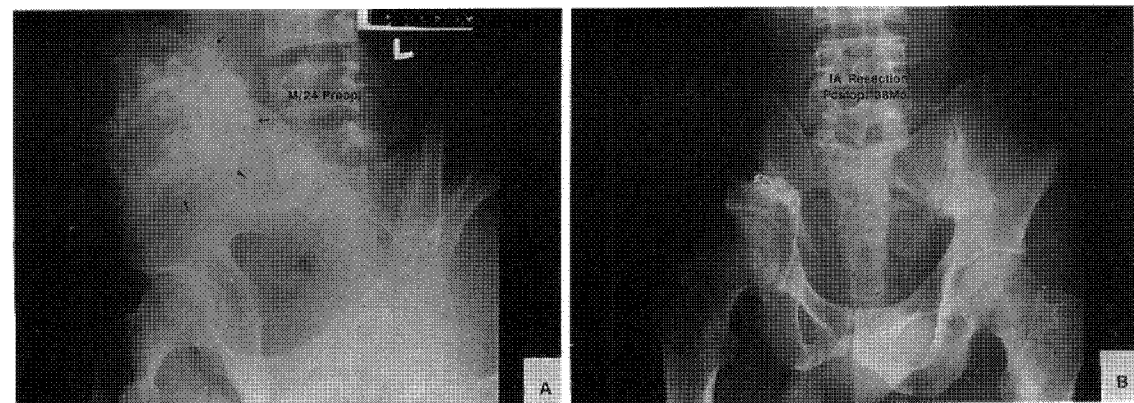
A : Chondrosarcoma of right iliac wing(case no. 3). B : After resection of tumor no reconstruction was tried. At postoperative 38 months, X-ray shows hinge movement of the anterior part of pelvis through symphysis pubis and shortening of lower extremity.
